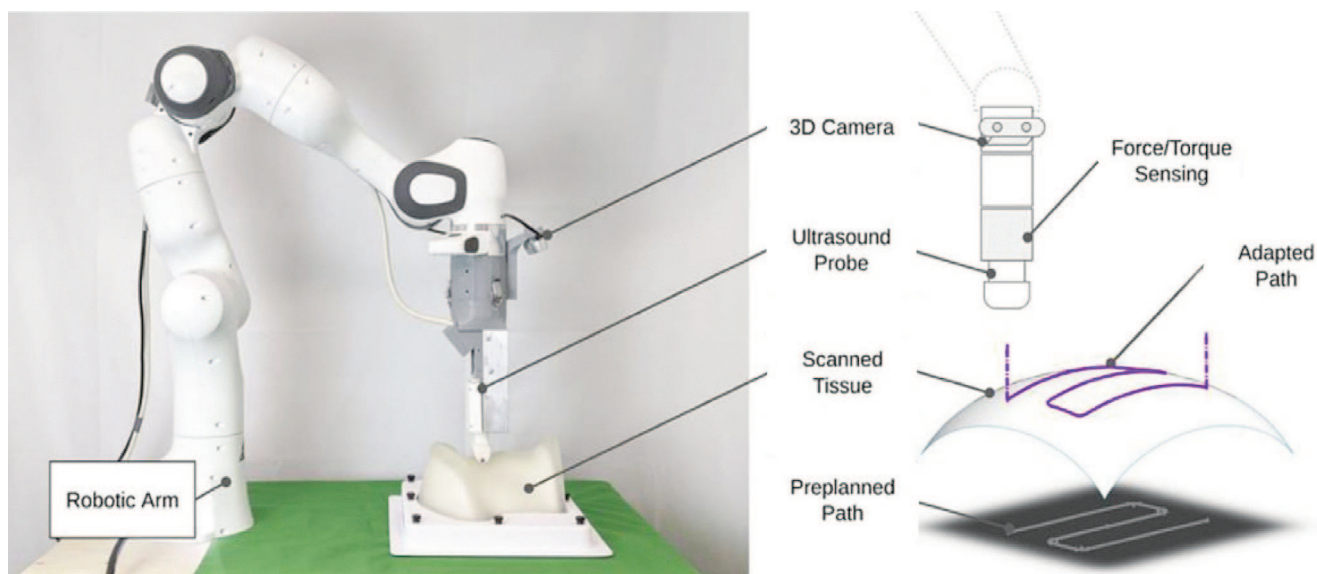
Роботическая система УЗИ и ее компоненты. Robotic arm – роботическая рука. 3D camera – 3D камера. Ultrasound probe – датчик УЗИ. Scanned tissue – сканируемая область (шея). Preplanned path – запланированный путь. Force/torque sensing – датчик силомоментного очувствления. Adapted path – адаптированный путь [16]
